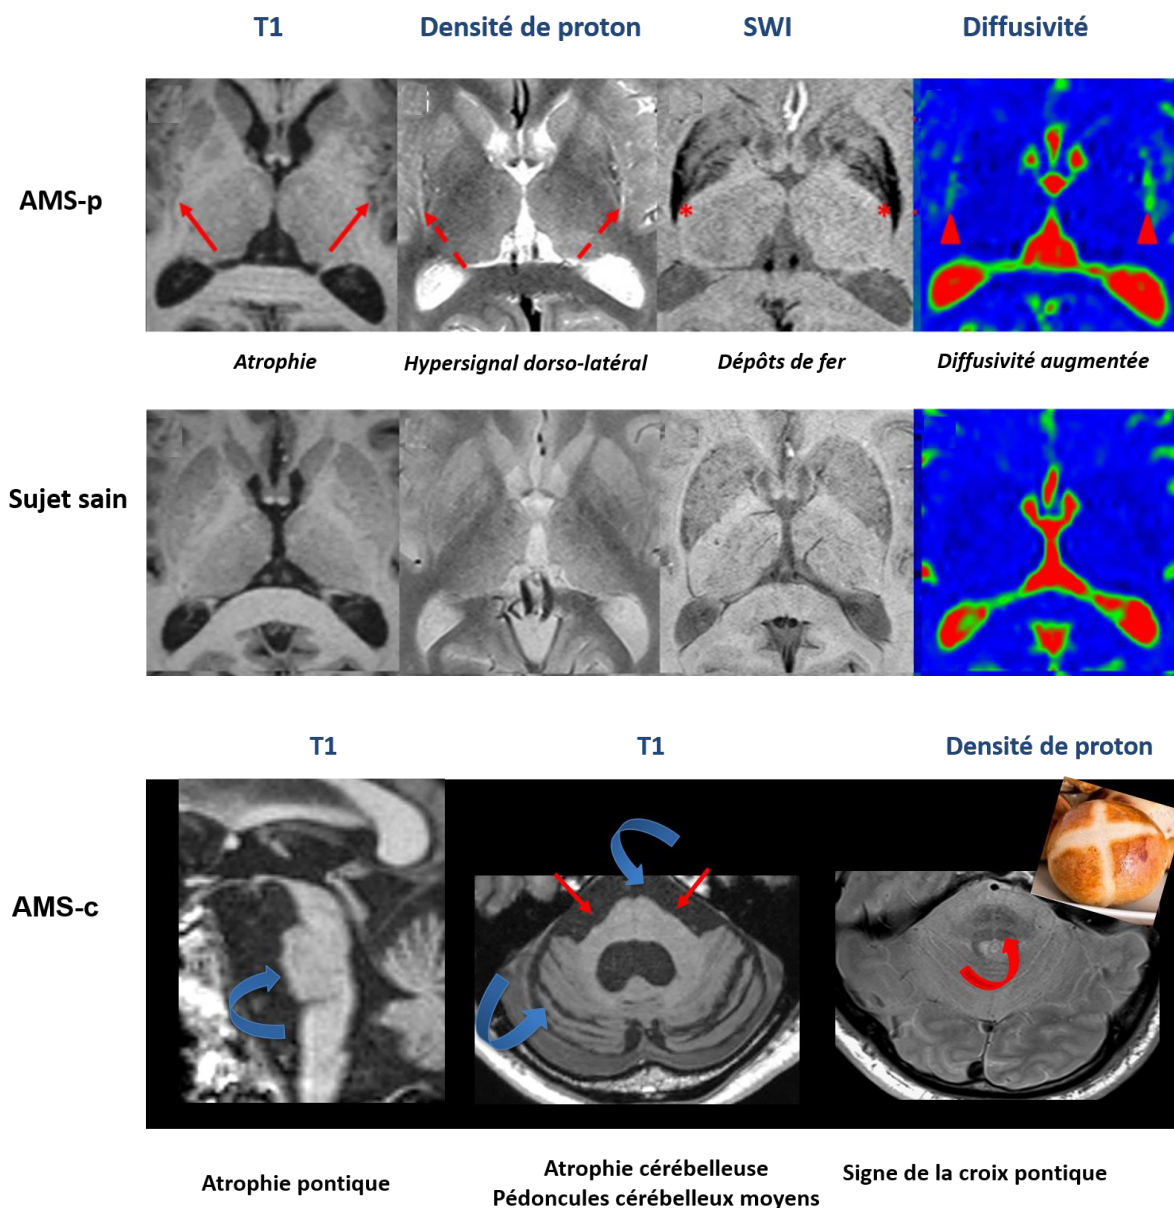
Anomalies IRM en faveur d'une AMS
